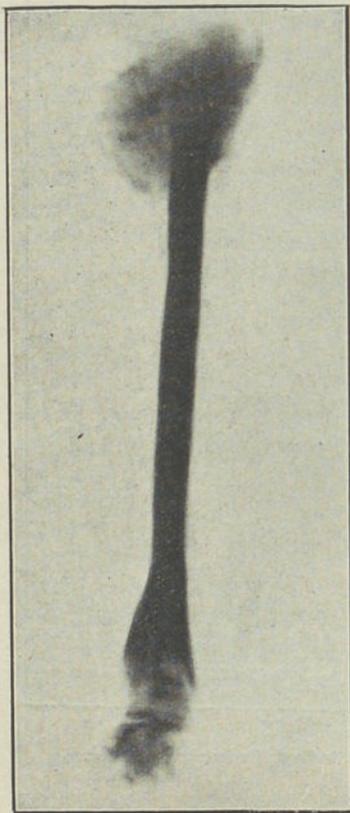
Radiografia lateral.
